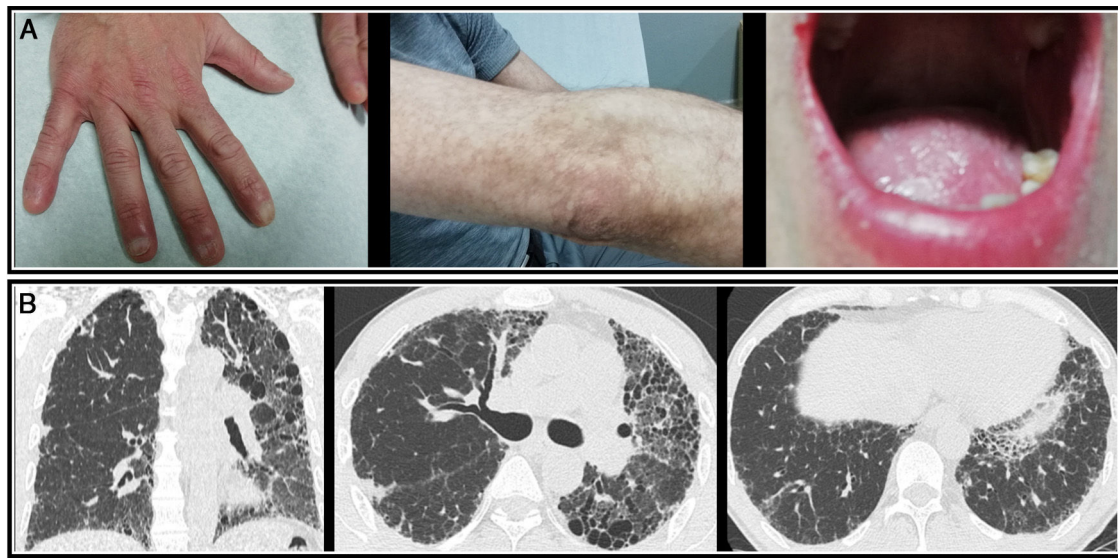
A. Manifestaciones mucocutáneas: distrofia ungueal, pigmentación reticular y leucoplasia oral. B Tomografía axial computarizada de alta resolución (TCAR).
